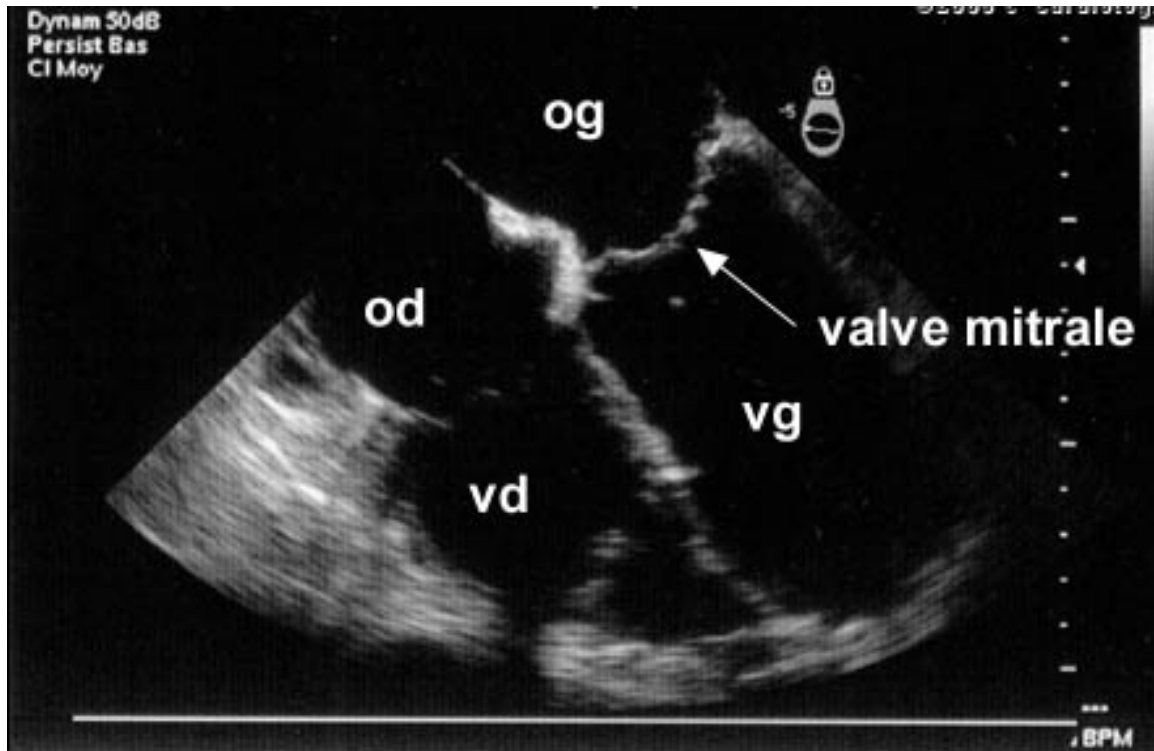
Image arrêtée d'un cœur normal a l'échographie trans-thoracique (2)
